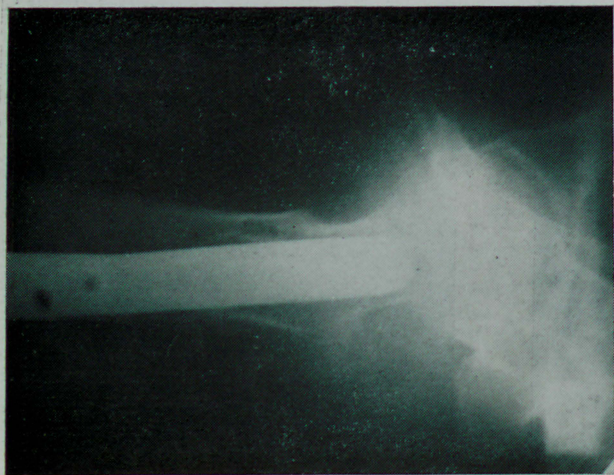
Caso 2 — Radiografia de perfil. Contrôlo transoperatório de introdução da placa.
